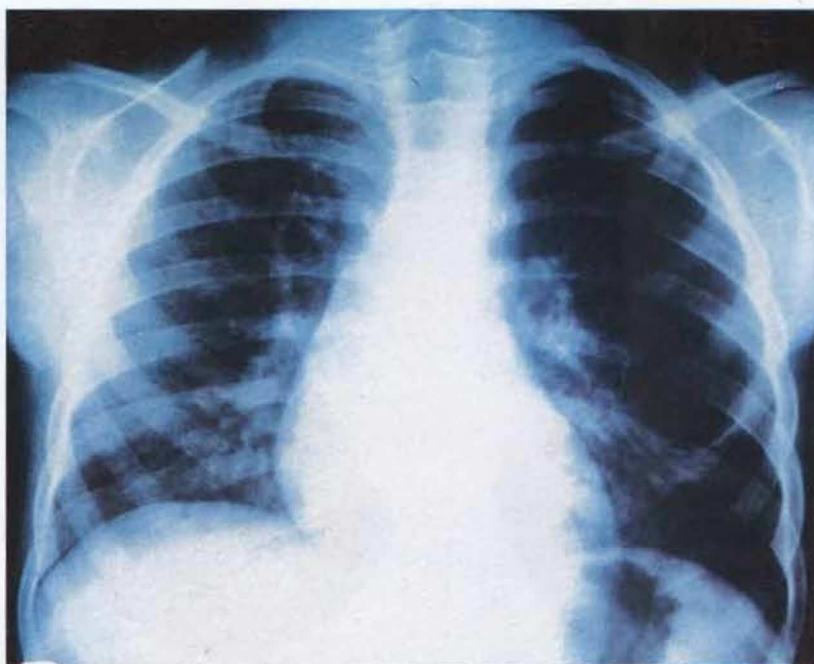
Radiografia torácica - observa-se no terço médio do hemitórax esquerdo, hipertransparência circular.
